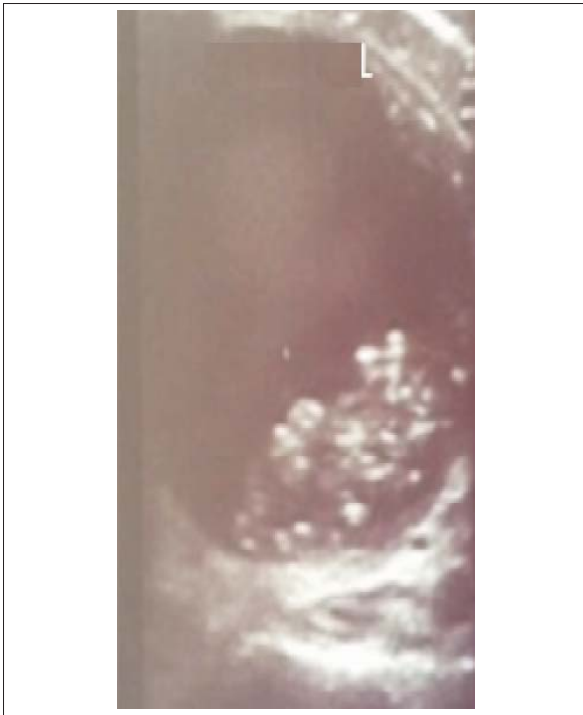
Ultrasonografía tiroidea
